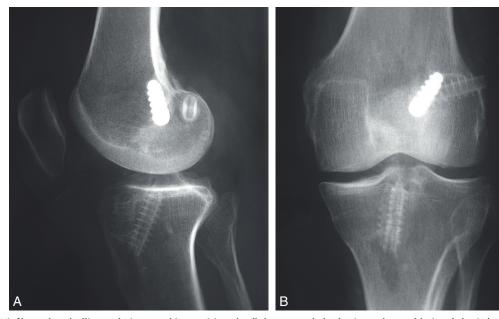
a. Vis fémorale métallique relativement bien positionnée, d'où un tunnel plus horizontal sans ablation de la vis (radiographie de profil). b. Tunnel plus horizontal divergeant par rapport au tunnel précédent (radiographie de face).
